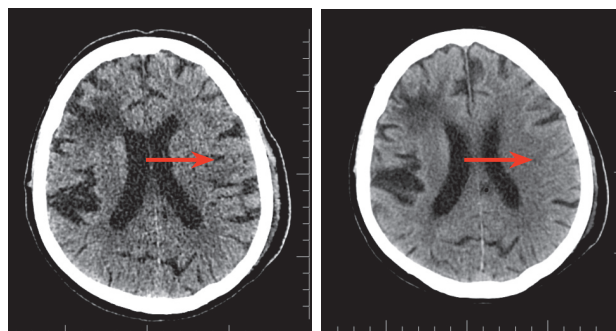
Компьютерная томография головного мозга через 24 часа от проведения тромболитической терапии. Очагов острой церебральной ишемии не выявлено
